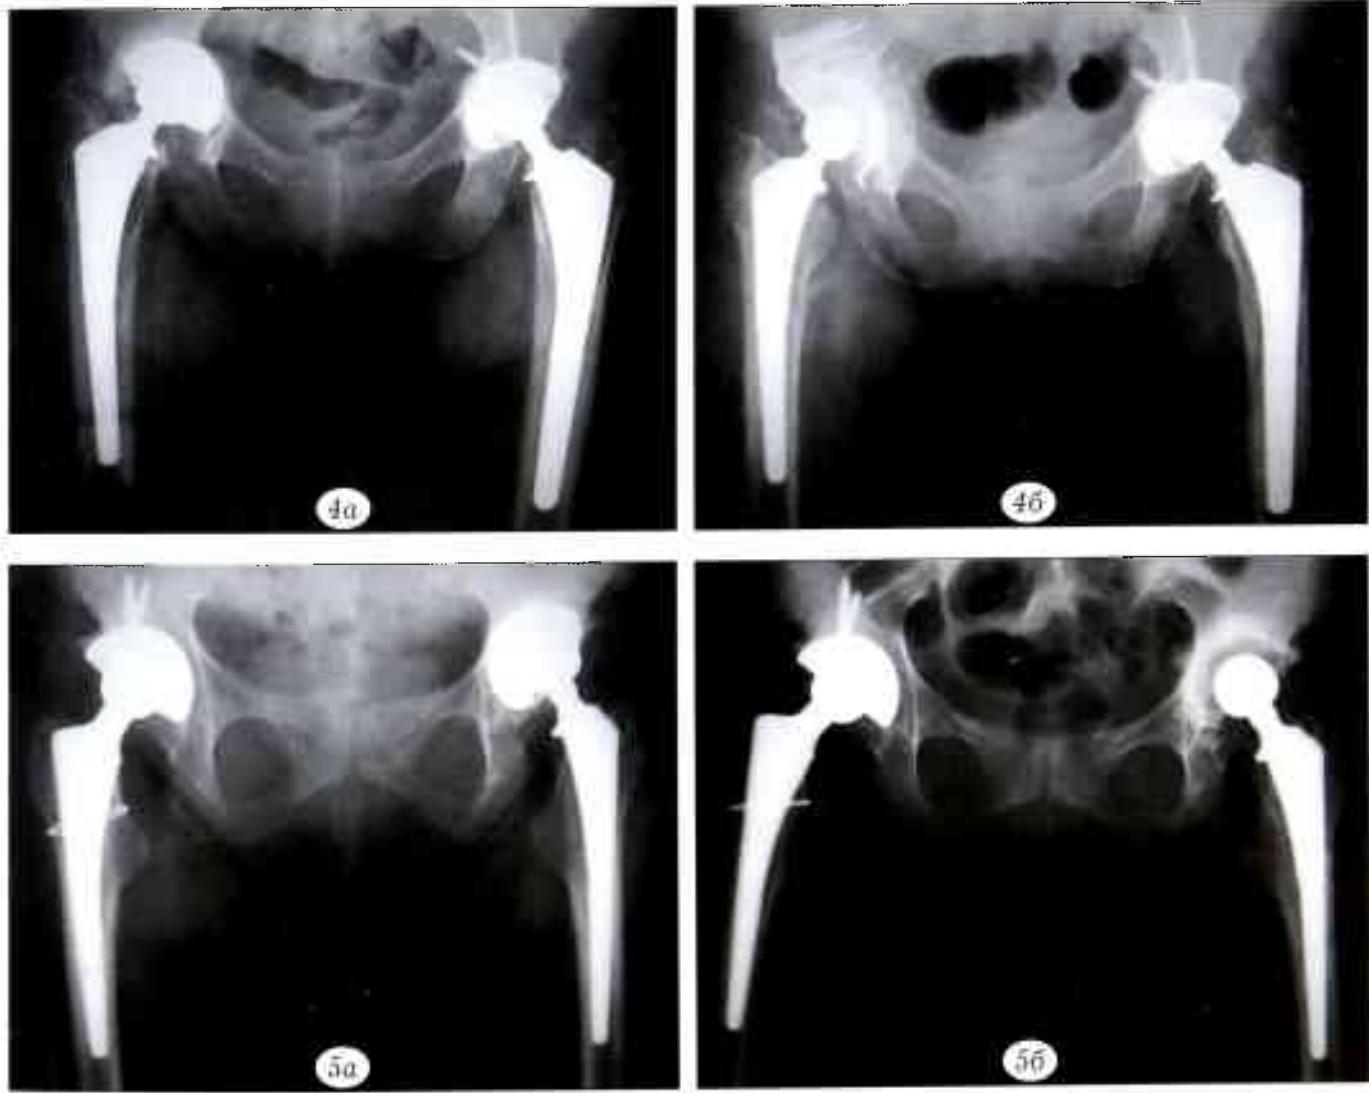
Рентгенограммы больного Е. 59 лет.
